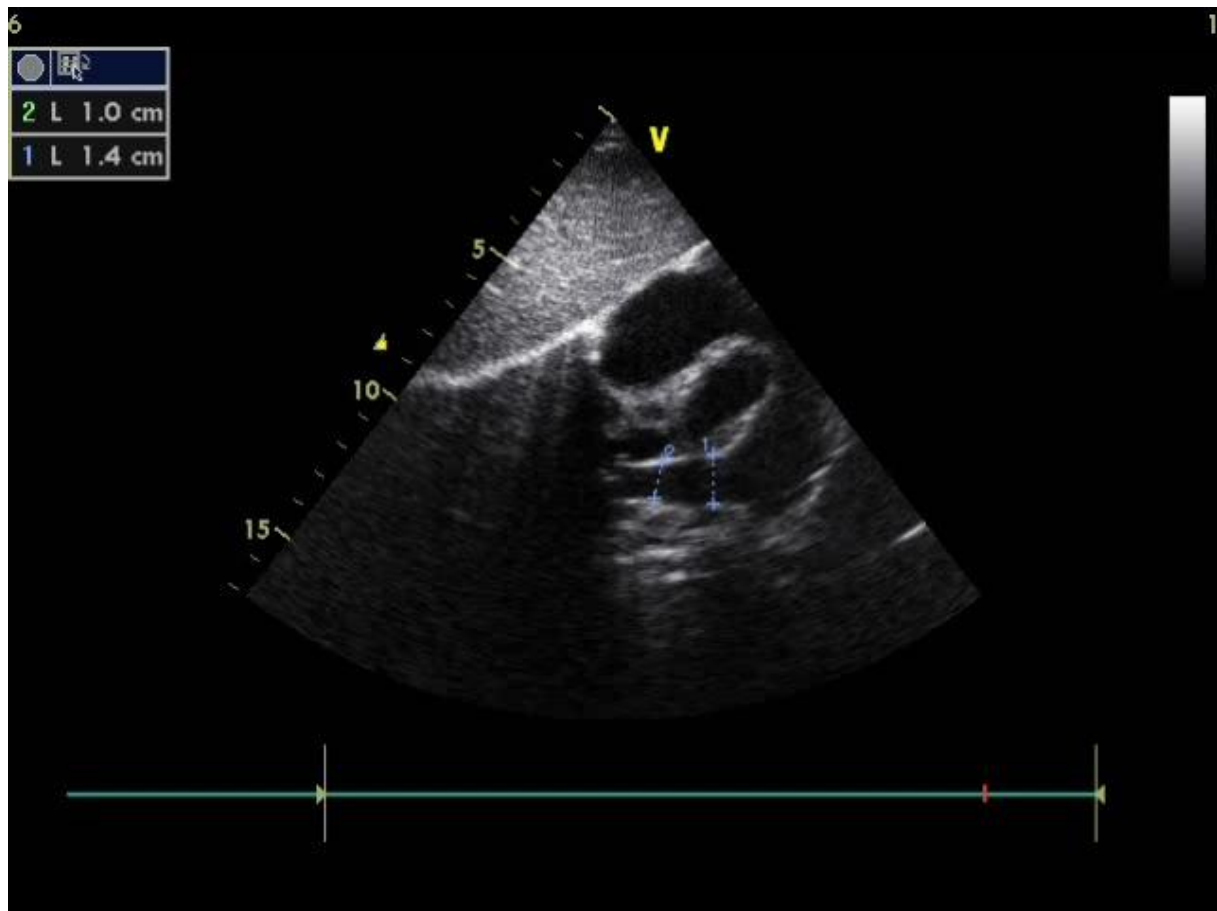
image échographique montrant une réduction progressive de l'artère pulmonaire droite (unité de cardio-pédiatrie au CHU Hassan II Fès)
